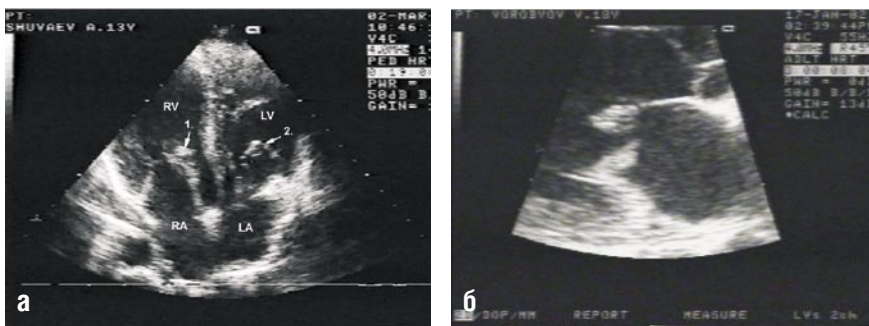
Эхокардиограммы в В-режиме. а-инфекционный эндокардит с поражением митрального и трикуспидального клапанов; б-множественные «пышные» вегетации на митральном клапане
